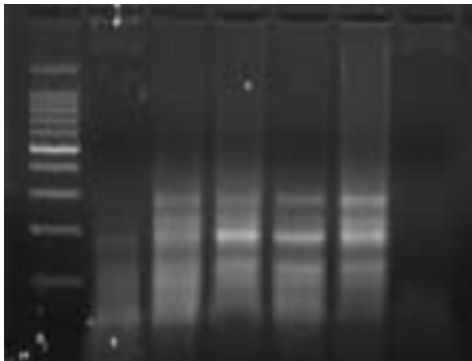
CT-26 세포주의 CpG ODN에 의한 DNA 분절 분석
